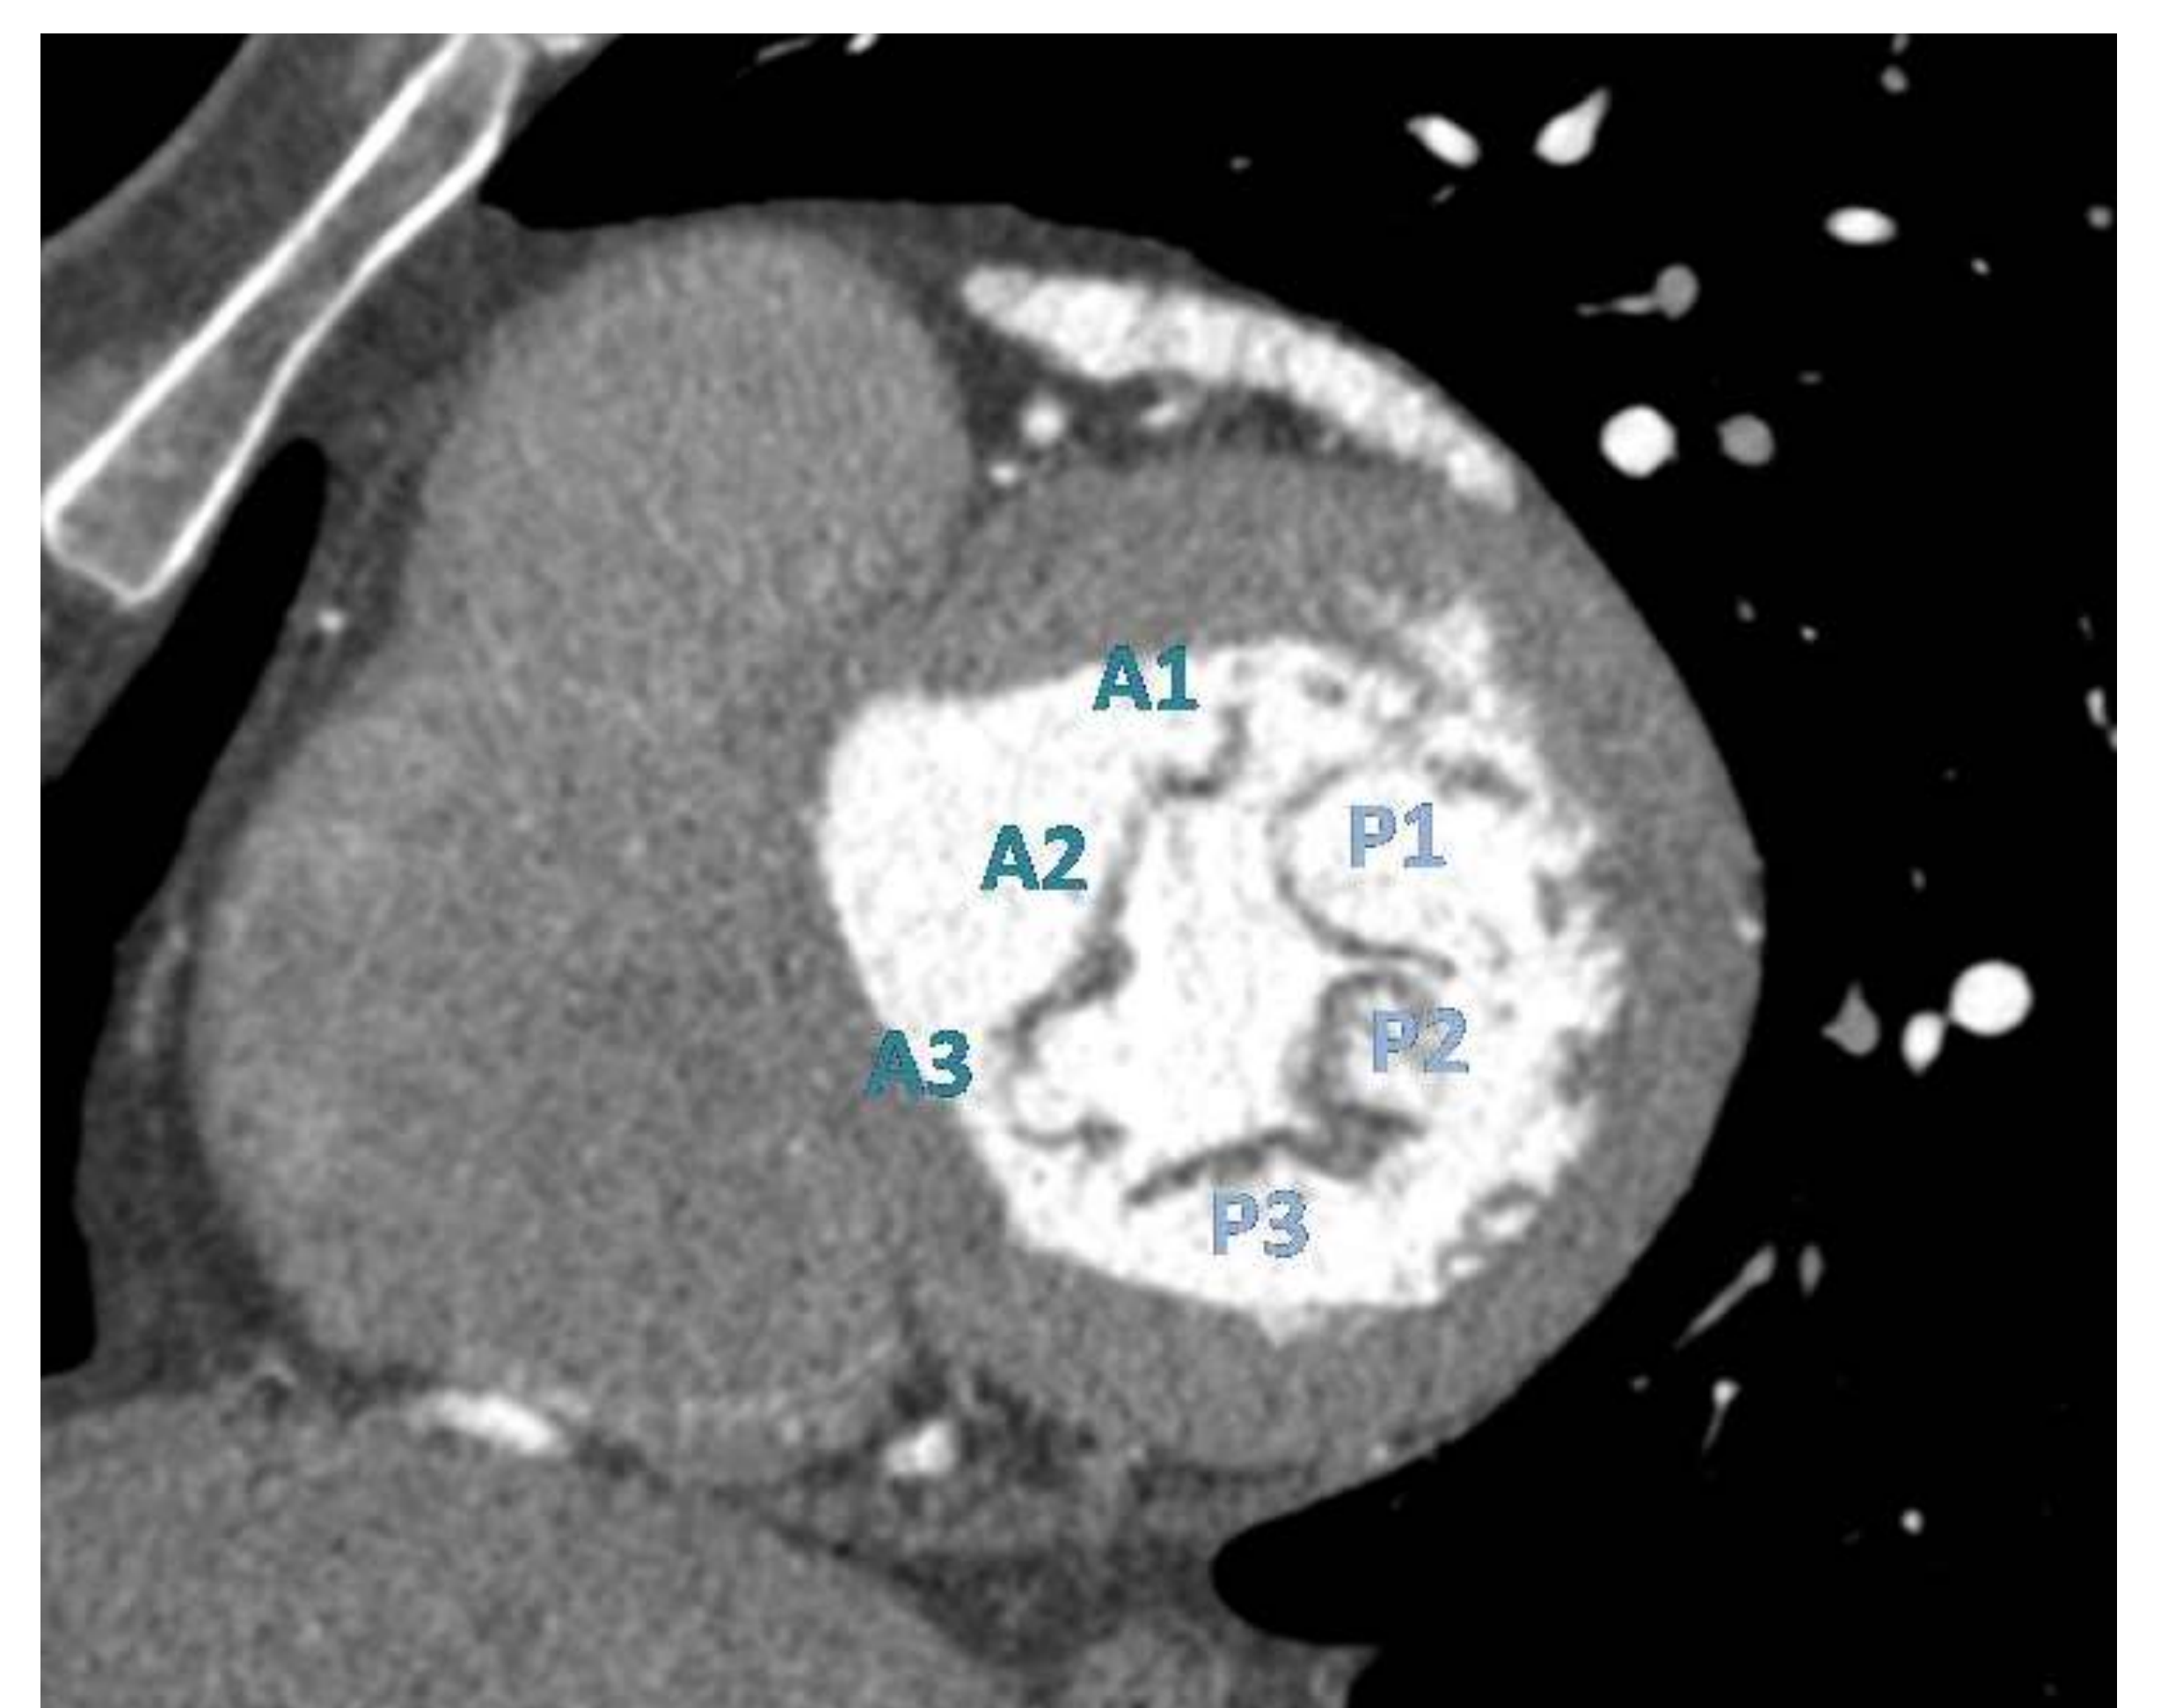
Mujer de 44 años con enfermedad de Barlow. TC coronario adquirido en un latido, con reconstrucciones en telediástole. Se descartó enfermedad coronaria antes de la reparación valvular quirúrgica.
